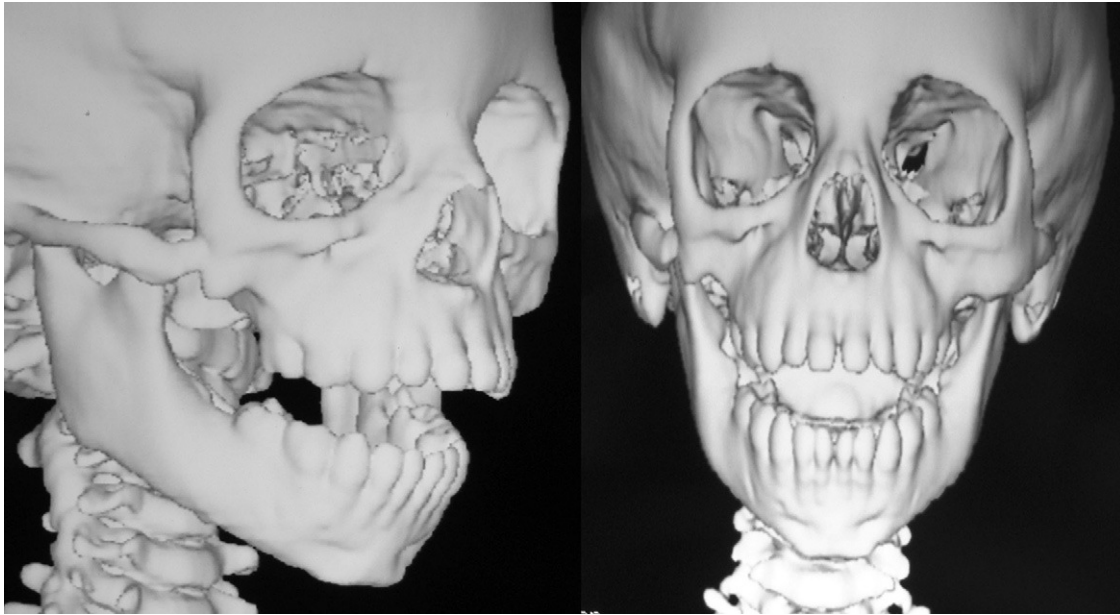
Reconstrucción 3D de la TAC. Se aprecia la regeneración completa del hueso cigomático.
